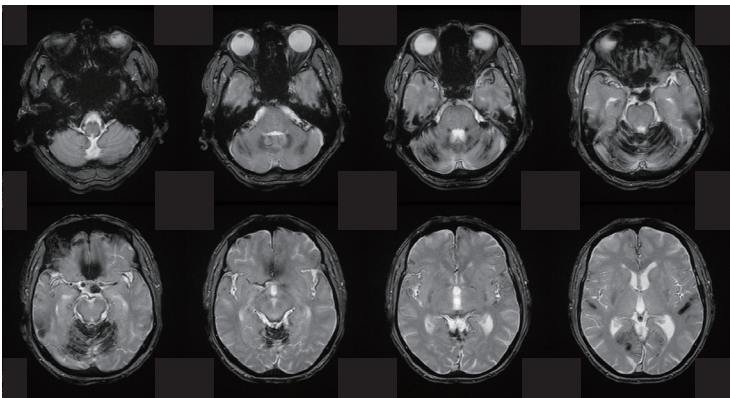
頭部 MRI (T2* 強調画像)
